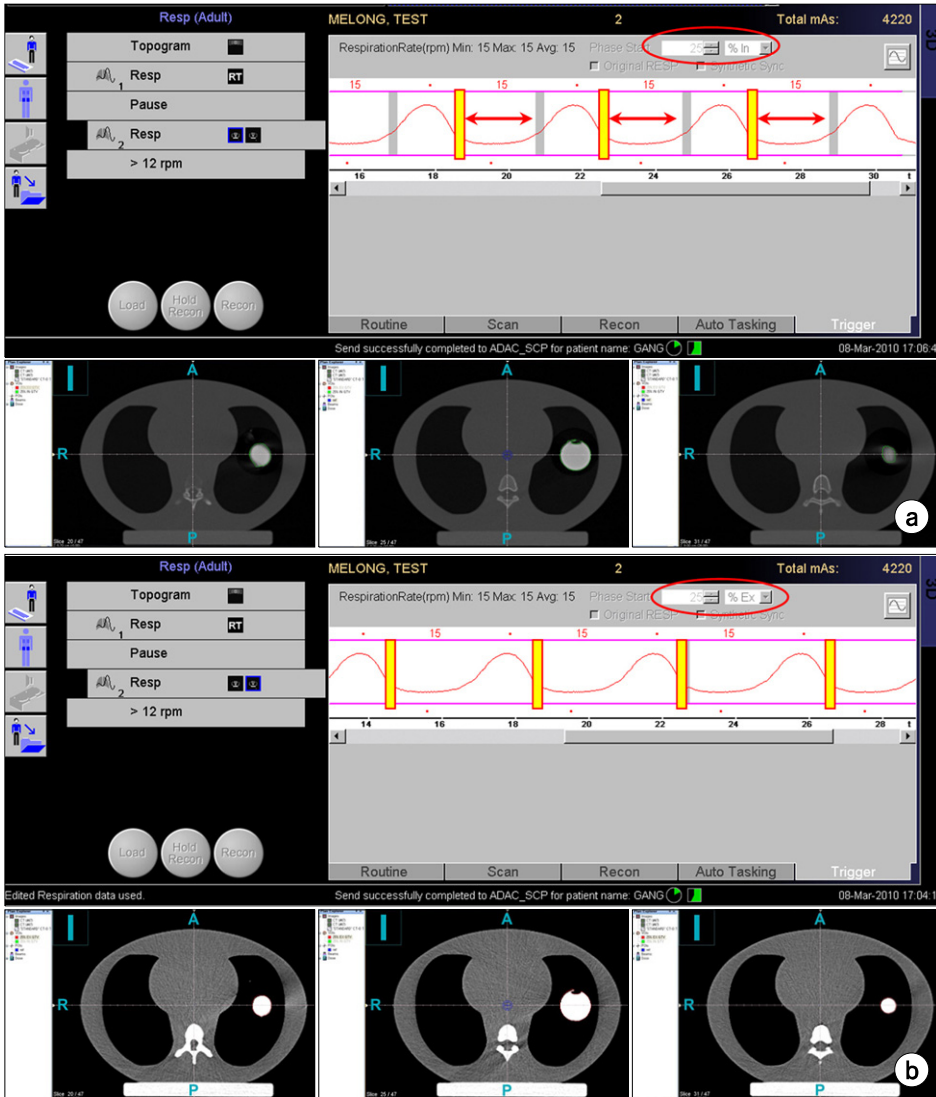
Pictures of respiratory signal and corresponding CT images acquired at (a) 25% inspiration phase (shown as gray bar) and (b) 25% expiration phase (shown as yellow bar). Beam is on for therapy at time interval between yellow bar and gray bar in (a).
